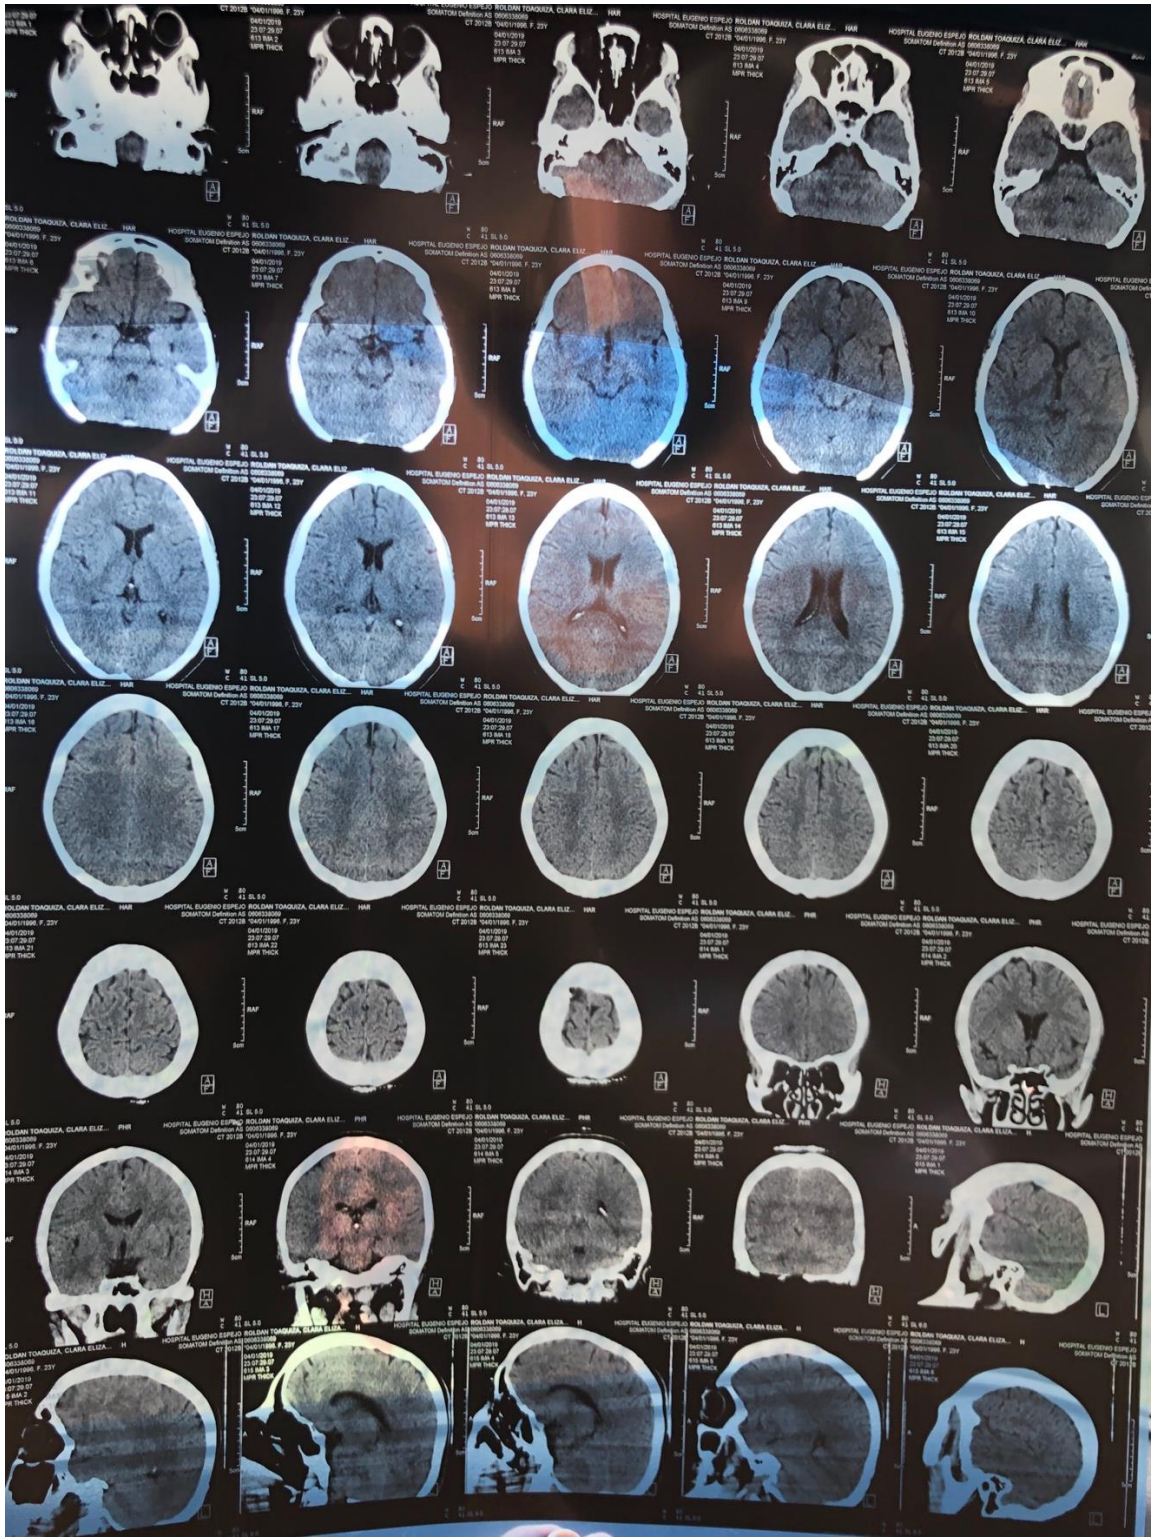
TAC Simple de cráneo.
